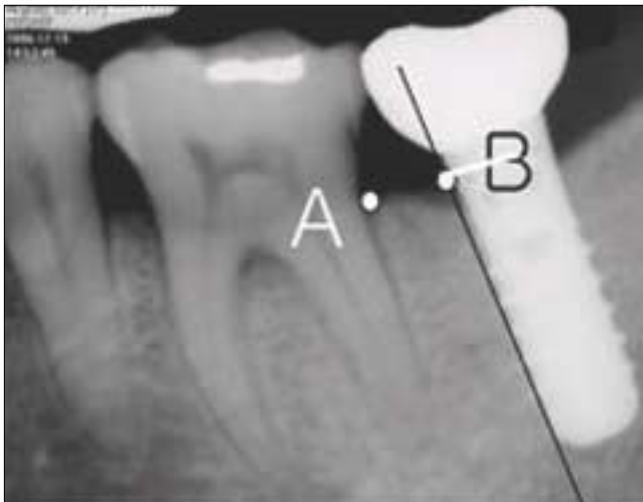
Radiographic measurement of the cantilever distance between most distal alveolar crest of the last molar (A) and the parallel line to long axis of mesial surface of implant fixture (B)
